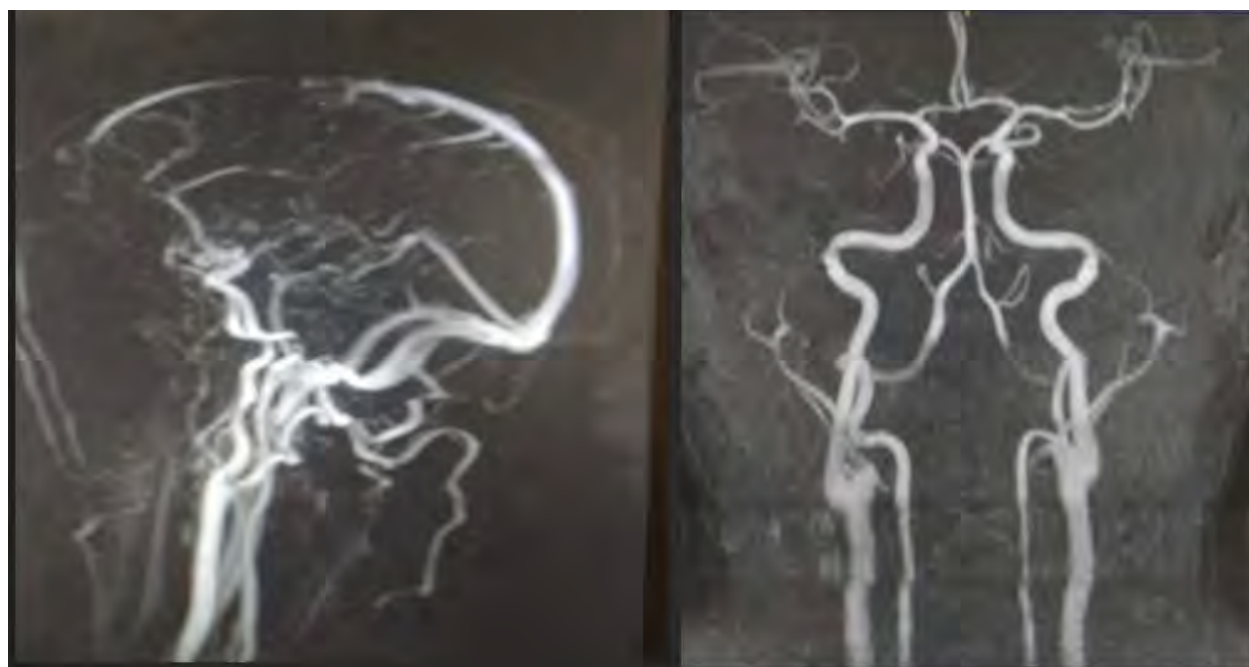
Resonancia magnética (RM) cerebral
